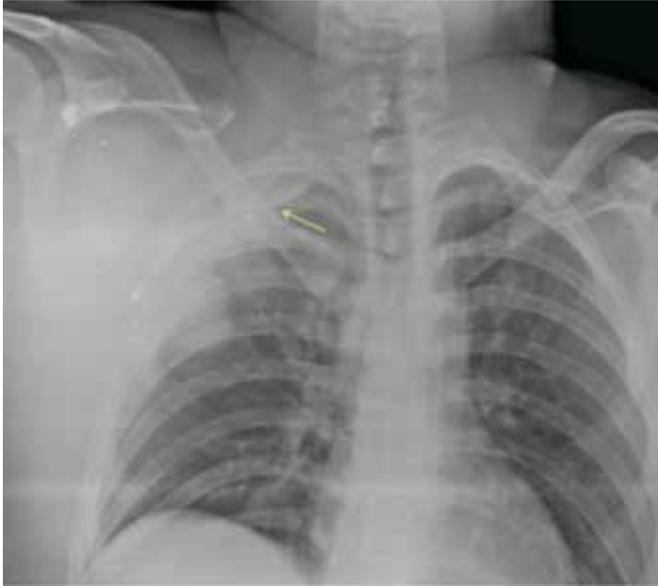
Radiografía de tórax (Frente). Hematoma subpleural apical derecho. No se observa hemotórax ni neumotórax.
